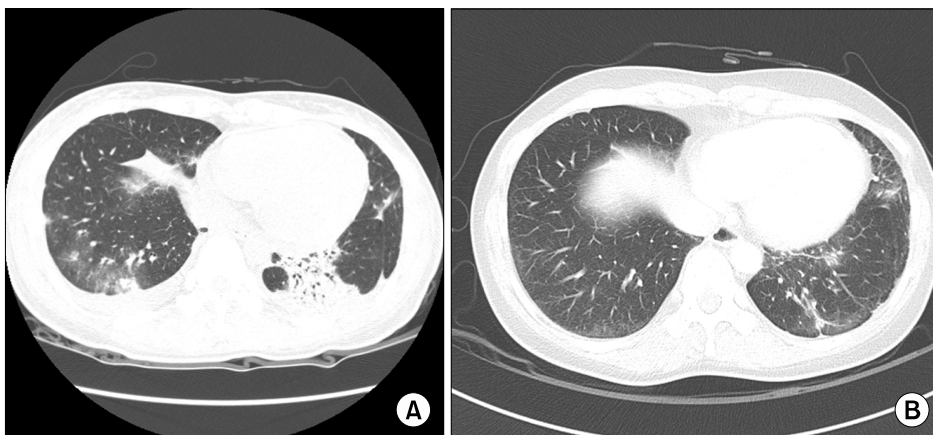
(A) Chest CT on initial presentation shows patchy consolidation on bilateral lower lung field considering BOOP reaction due to DM in Patient 1. (B) Improved lung lesion of CT scan after RTX treatment.
